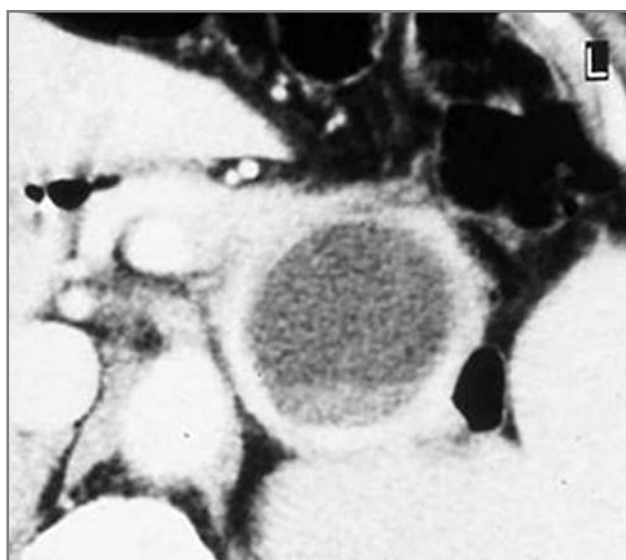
Quadro TC sospetto per TCM della coda pancreatica con ispessimento della parete. Diagnosi: schwannoma.
